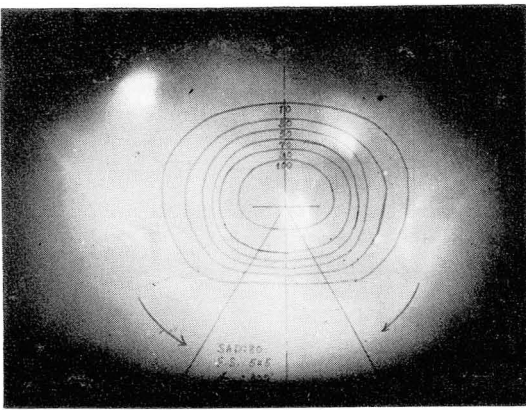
Isodose curve of F.S. 5×5cm, rotation angle 300° on transtomography of colon carcinoma. Spine is protected from radiation due to fall off of isodose curve in posterior side.
